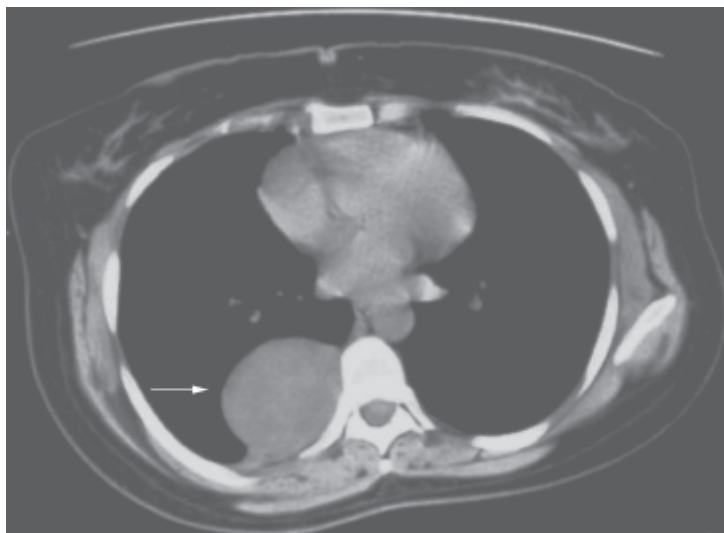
Schwannoma. Tomografia computadorizada de tórax, mostrando um schwannoma (seta).
